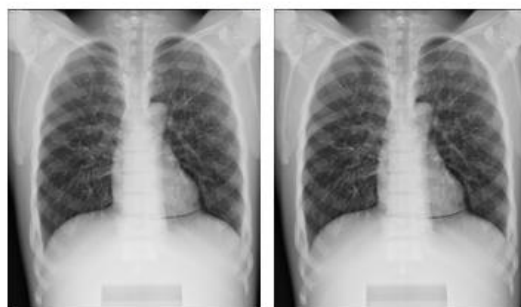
Citra radiografi phantom thorax PA dengan parameter a. 85kVp/2 mAs, b. 85kVp/4 mAs, c. 85kVp/8 mAs, d. 85kVp/16 mAs, e. 85kVp/32 mAs pada arus 200mA
